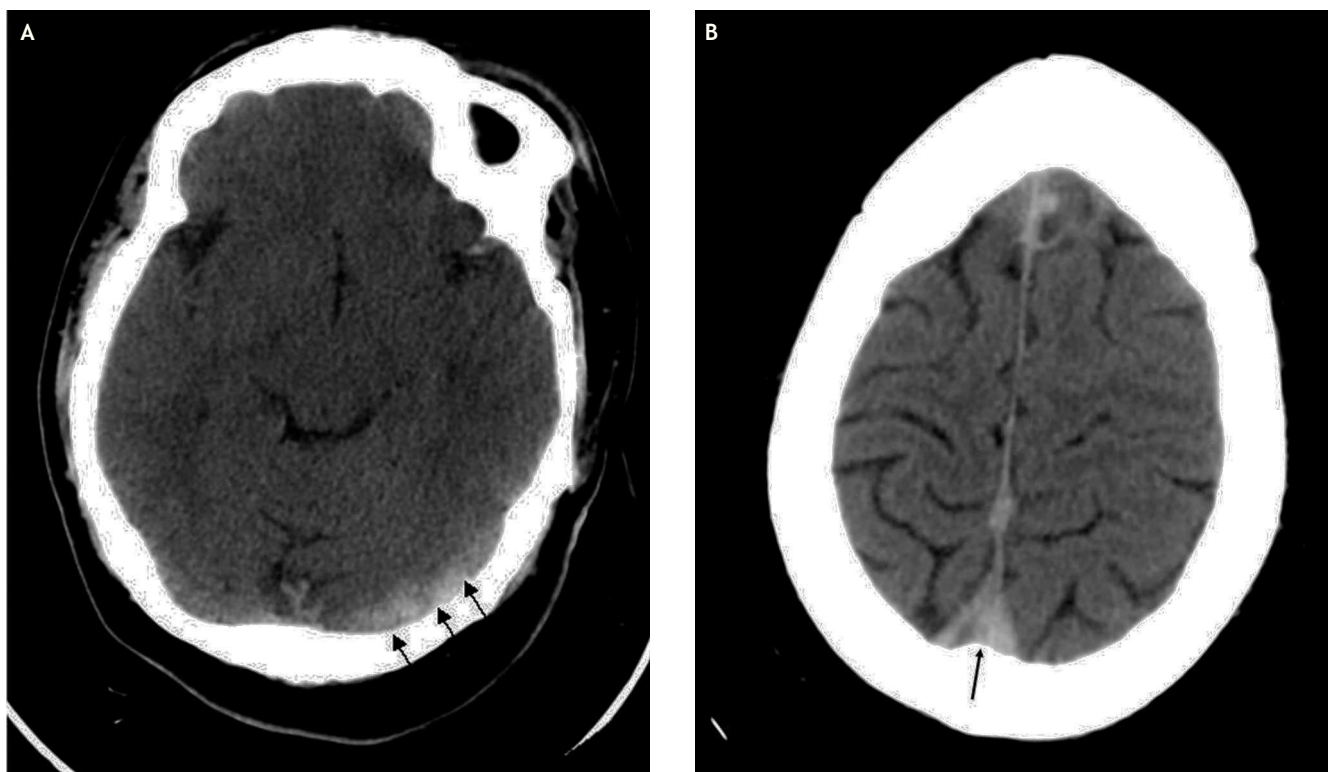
Tomografia computada cranial sense contrast iodat. A. augment de la densitat al si transvers esquerre (fletxes) amb mala definició de les vores, indicatiu de trombe recent. B. Nivell superior. Augment de la densitat al si longitudinal superior (fletxa).
